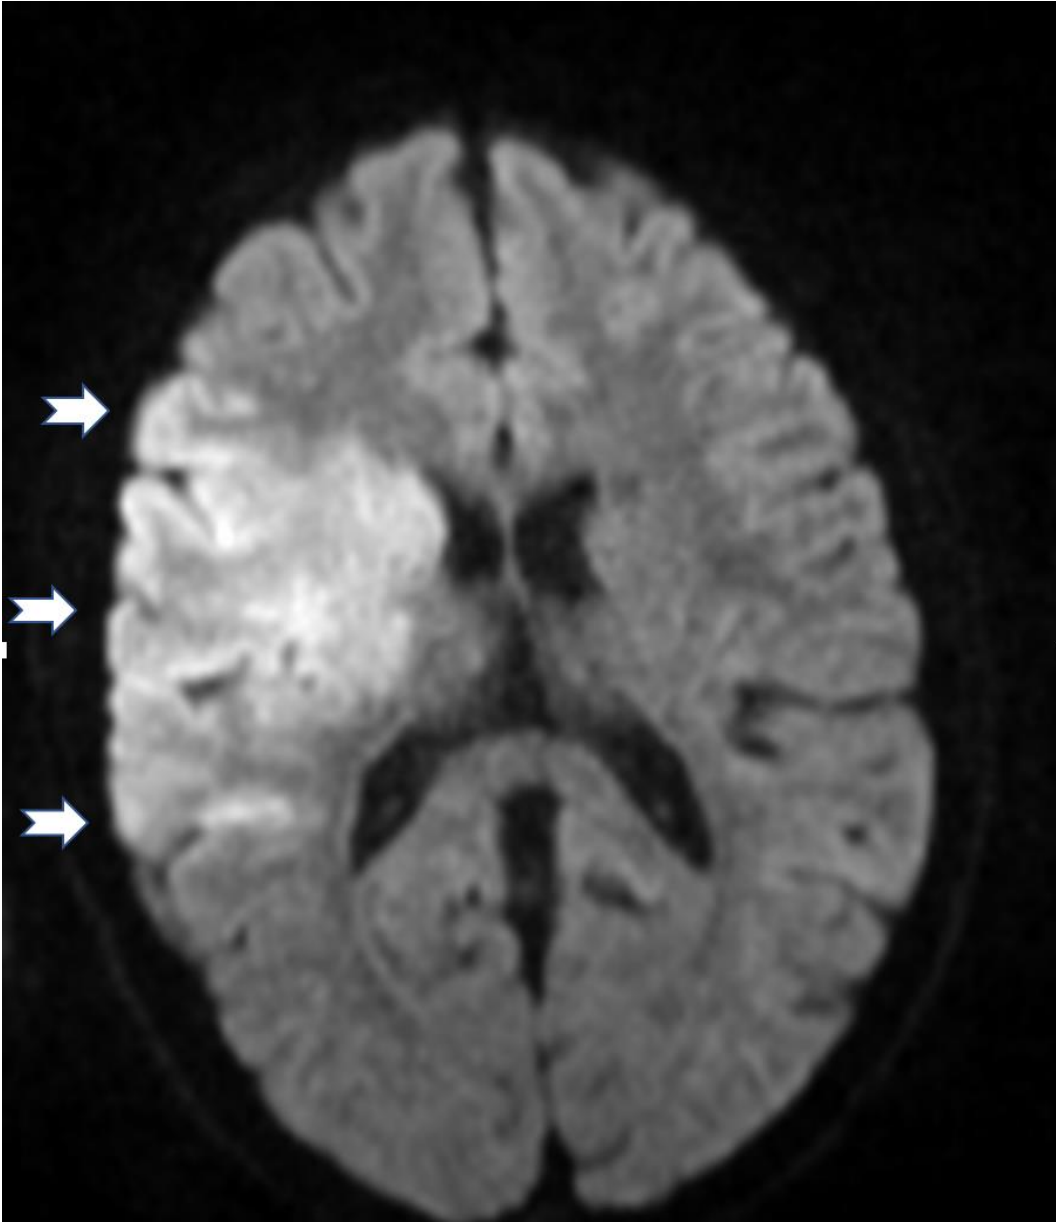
(mit freundlicher Bereitstellung von PD Dr. med. Roth) - Diffusionsgewichtete MRT-Aufnahme mit hyperintenser Darstellung im rechten Medialstromgebiet bei einem akuten/subakuten Schlaganfall (weiße Pfeile).
